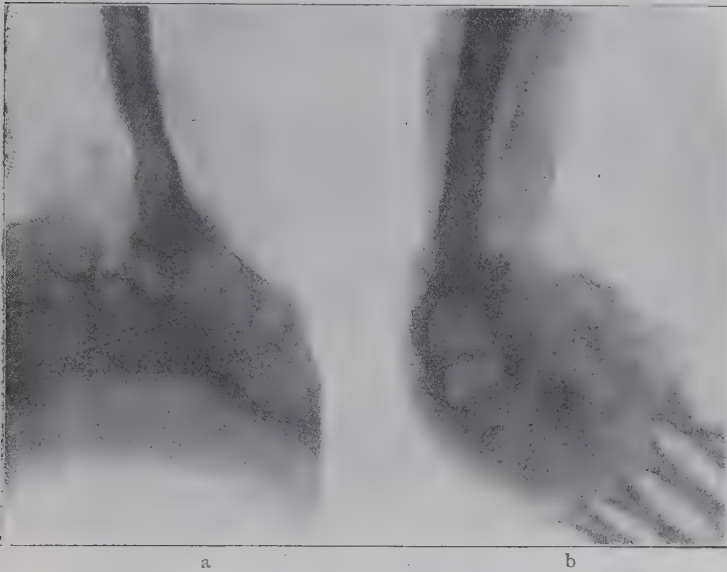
Ida Erdt: Röntgenbild aus dem Jahre 1917. Resultat der Gelenktransplantation. Bei a Ruhestellung des Gelenks. Man sieht den Malleolus in der Calcaneusmulde stecken. Bei b energische Supinationsbewegung in dem neugebildeten Gelenk. Es ist also durch die Gelenktransplantation und Plastik an Stelle der Gelenkverbindung zwischen Tibia und Talusrolle eine künstliche *Articulatio fibulo-calcanea* erzielt worden. — Dazu sei noch bemerkt, daß dieser Fall der erste von gelungener Gelenktransplantation respektive künstlicher Gelenkbildung ist.
